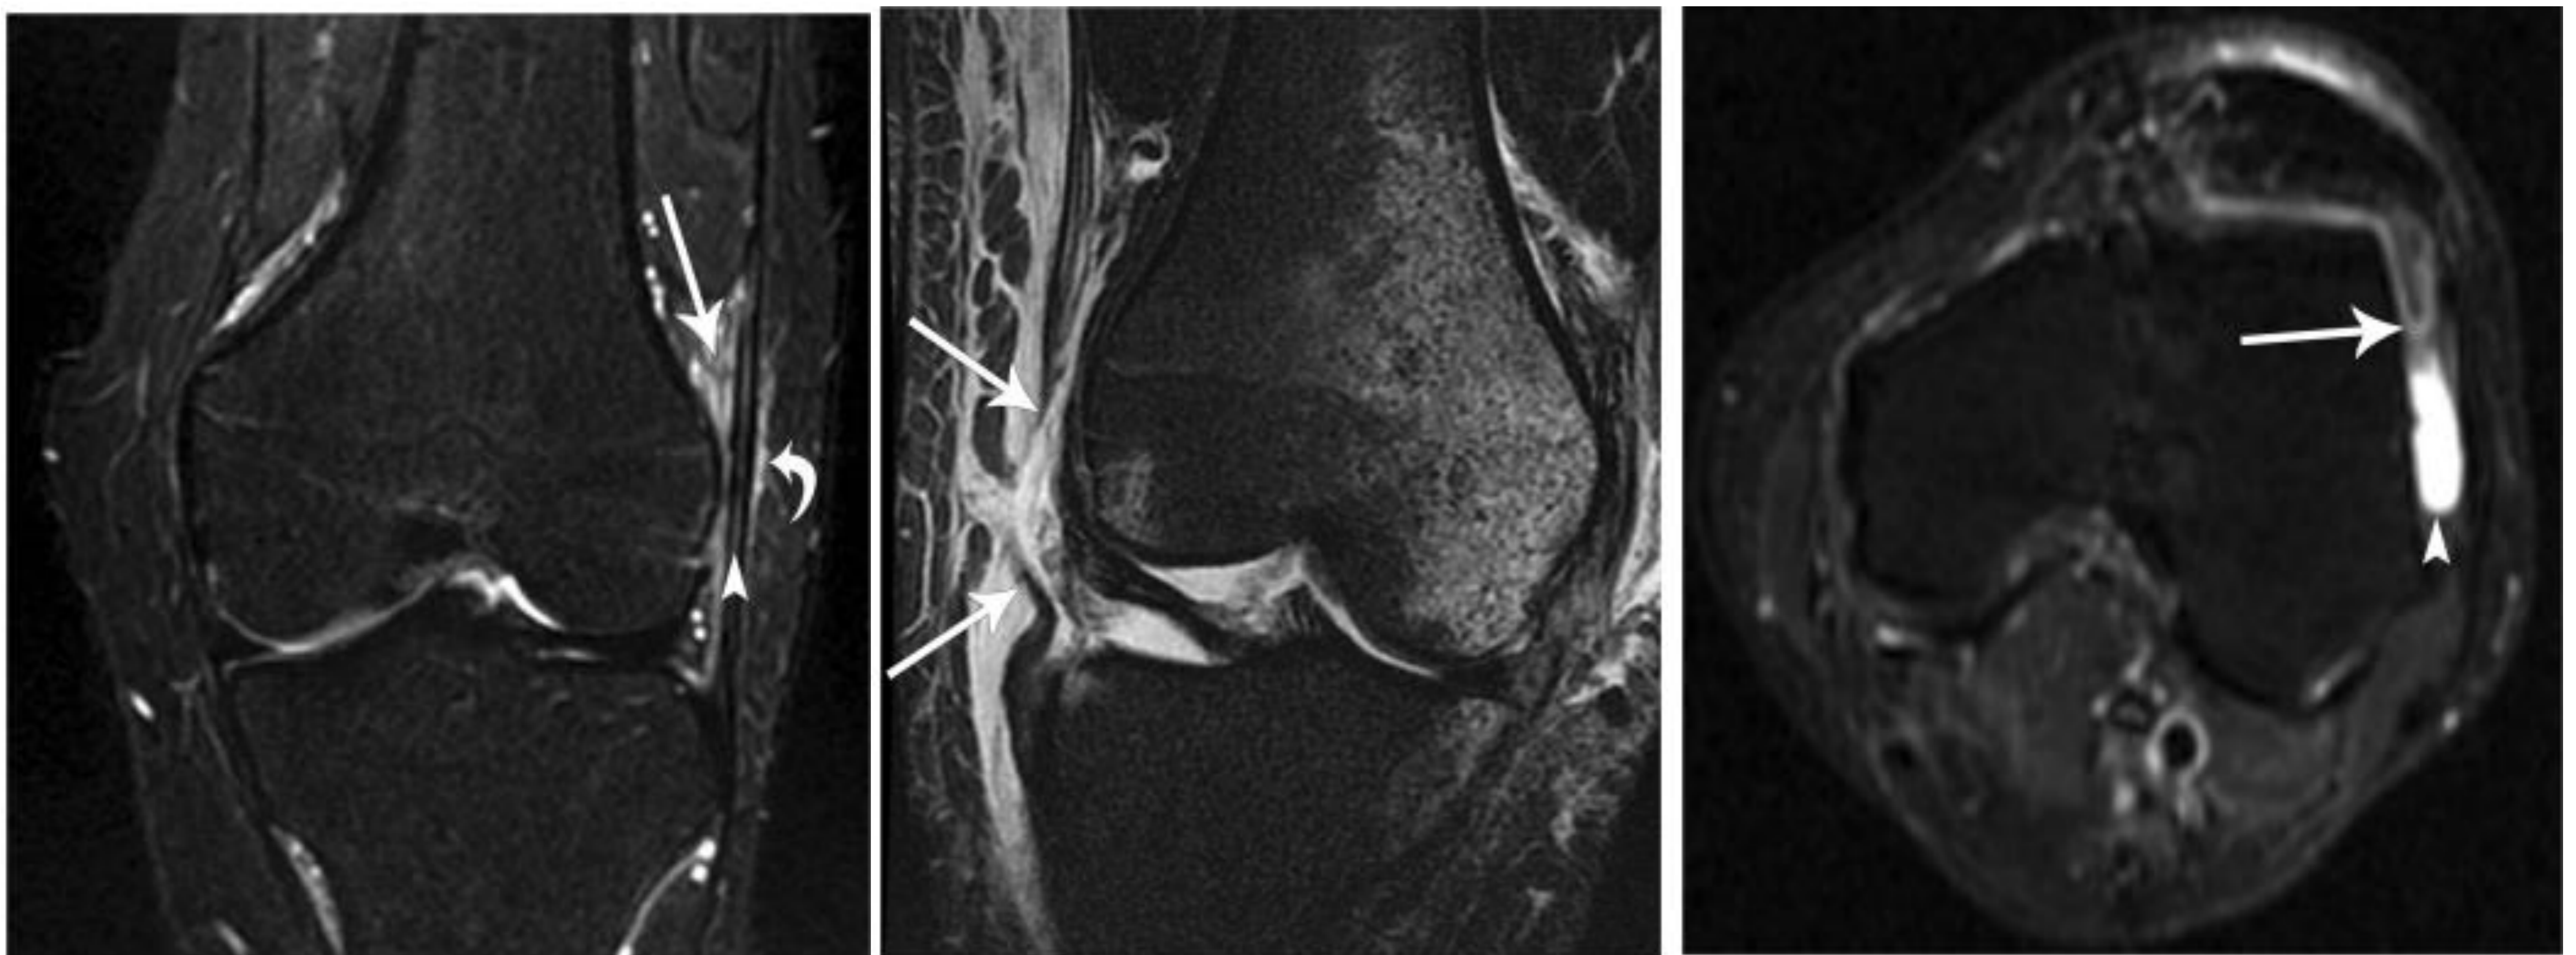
(Izquierda): Corte coronal de resonancia magnética secuencia STIR que demuestra engrosamiento del tracto iliotibial, aumento de la señal (punta de flecha) con edema adyacente tanto superficial (flecha curva), como profundo (flecha recta) a nivel del epicóndilo lateral femoral. Compatible con síndrome de fricción de la banda iliotibial.
